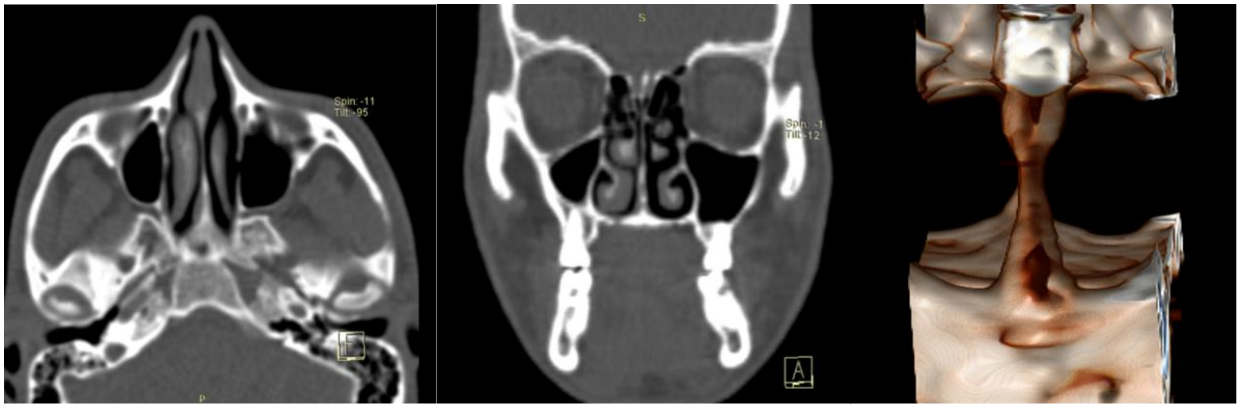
Аксиальные, фронтальные и 3D-реконструкции КТ после операции: пирамида носа и перегородка носа выпрямлены, киста гайморовой пазухи не визуализируется
